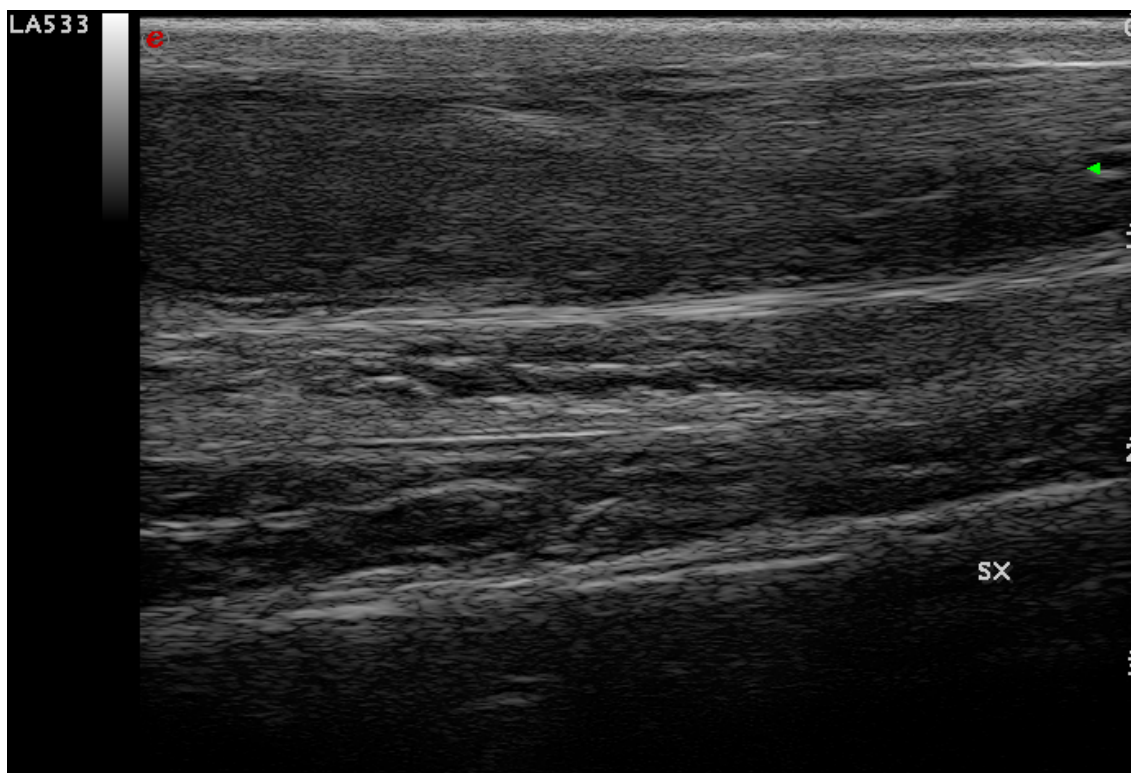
Scansione longitudinale all'ecografia B-mode del tendine d'Achille al primo controllo dopo l'induzione della lesione: il tendine appare ispessito, con marcata anisotropia delle fibre.
